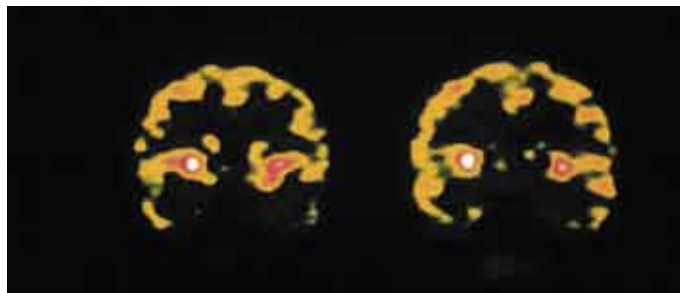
PET de un paciente esquizofrénico.
